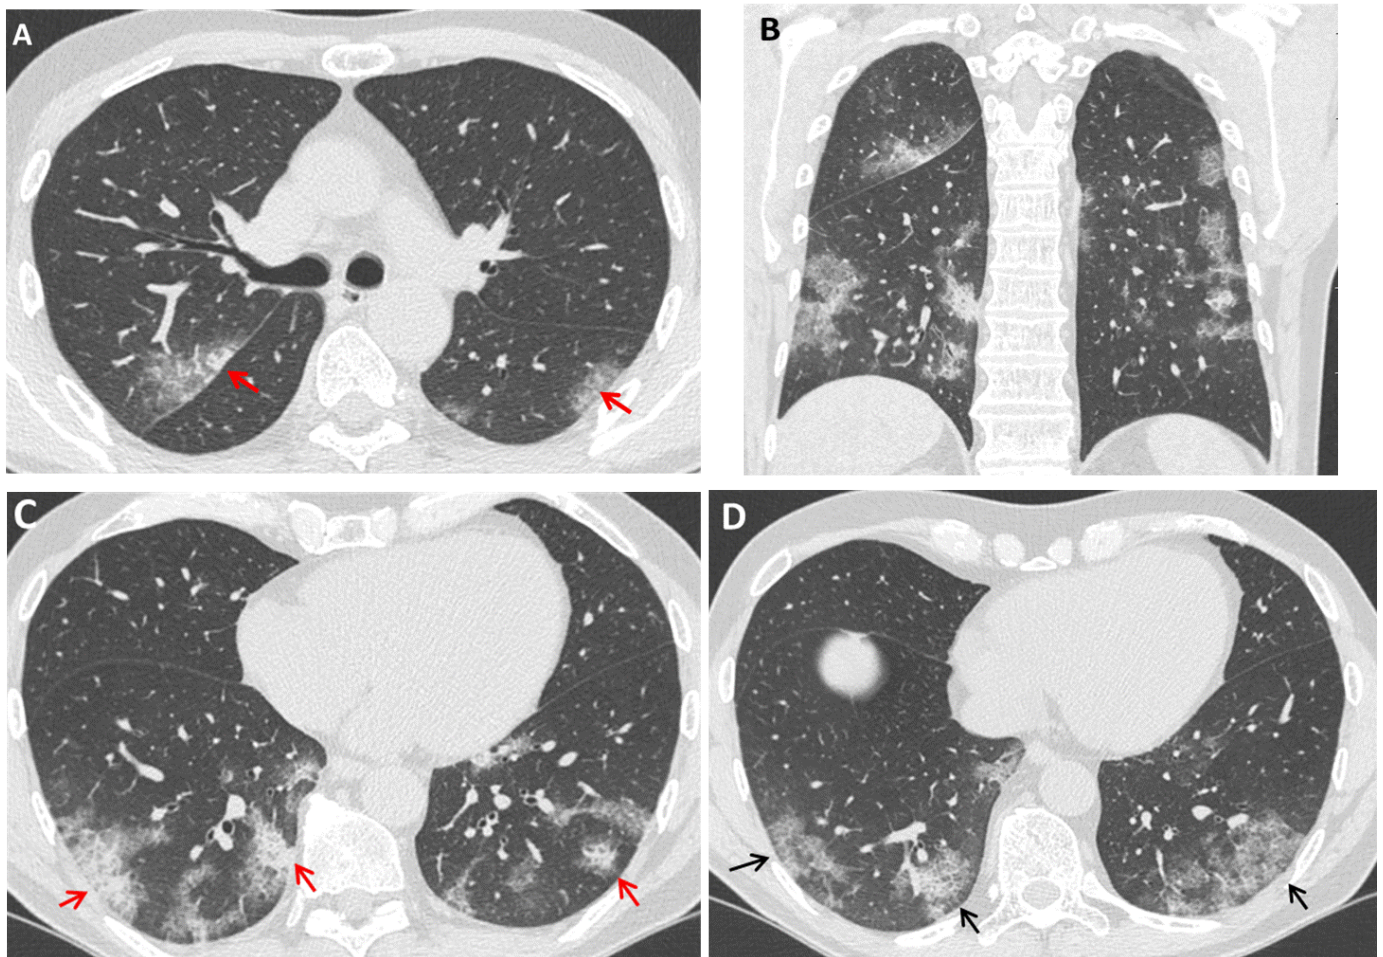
Tomografía computarizada torácica en paciente con COVID-19.
